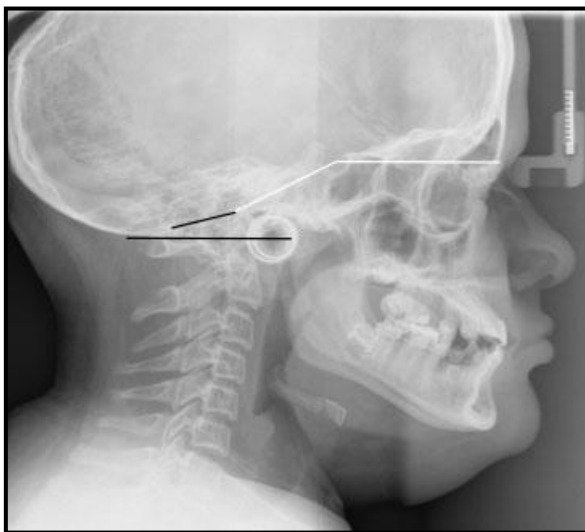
Radiografía de niña de 13 años con OI tipo III que presenta impresión basilar y platibasia. Las líneas de referencia de McRae y Kovero se indican en color negro y el ángulo de la base craneal anterior en blanco. Tomada de Arponen 2012 (57).
